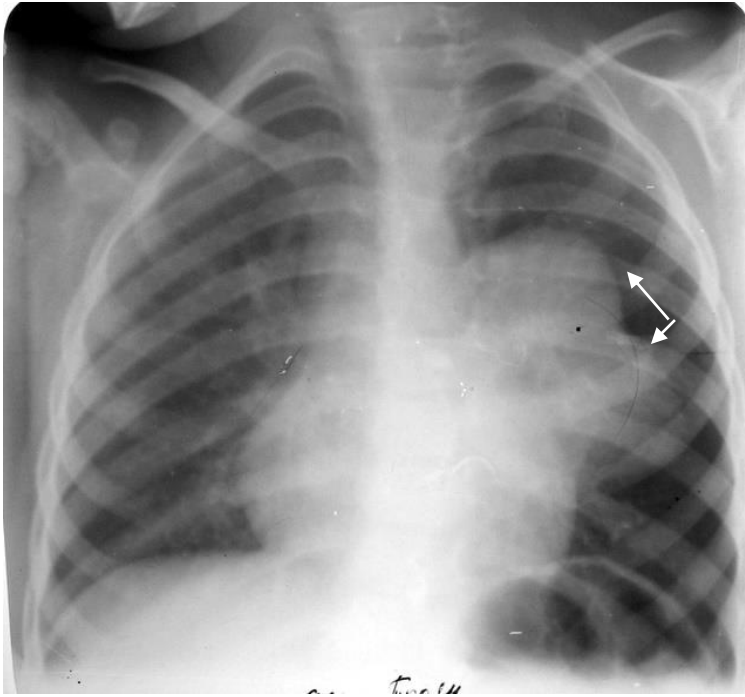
Обзорная рентгенограмма грудной клетки в прямой проекции. Слева в прикорневой зоне полициклическая тень с четкими контурами (стрелки). Туберкулез внутригрудных лимфатических узлов левого легкого (туморозная форма)
